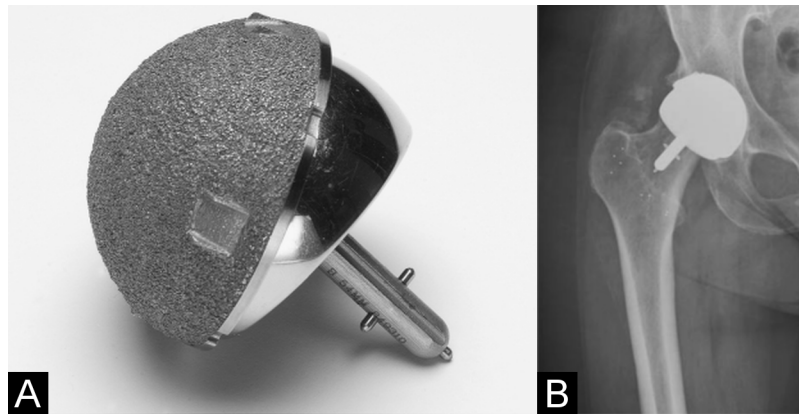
Beispiel einer metallischen Überkronung des degenerierten Hüftkopfes durch eine Oberflächenersatzprothese (MoM) ohne intramedullären Schaft (ReCap, Biomet, Warsaw, USA). A: Abbildung der Prothese (kopf- und pfannenseitig); B: Röntgenaufnahme nach Implantation [78].
